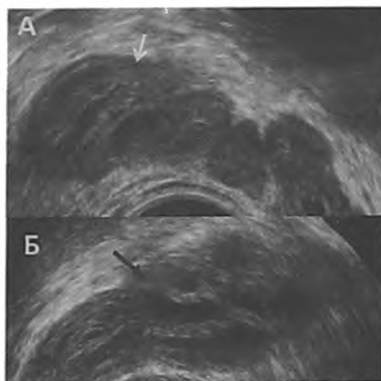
Возрастные изменения стенки СП. ТРУЗИ СП. Поперечная проекция. Повышение эхогенности (А) и утрата послойной дифференциации стенки СП и внутренних септ СП (Б) в пожилом возрасте (стенка и септы указаны стрелками)
